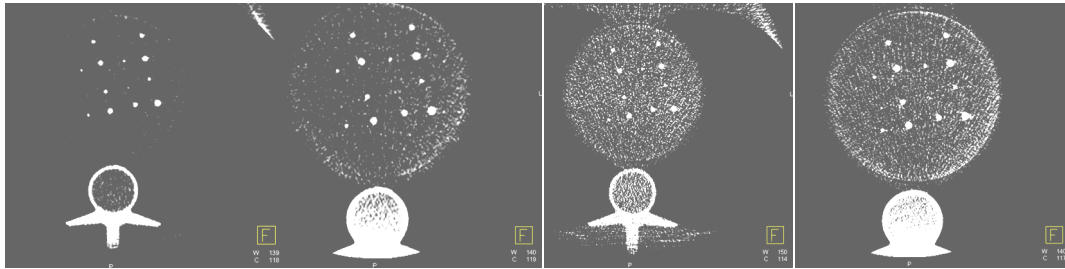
Imágenes axiales del maniquí QRM. Las dos imágenes de la izquierda se adquirieron con el protocolo de CBCT 5sDRc y tamaños de campo de 48 y 42 cm. Ambas imágenes se reconstruyeron con espesor de corte de 0,5 mm. En las dos se distinguen insertos de diámetro 2 mm con 200, 250 y 300 UH y de 1 mm de diámetro con 400 UH. Las dos imágenes de la derecha se adquirieron con el protocolo 5sDR-L y tamaños de campo de 48 y 42 cm. Las imágenes se reconstruyeron con espesores de corte de 0,5 y 6 mm. En la primera imagen se distinguen los insertos de 2 mm de diámetro con 400 y 300 UH. En la última imagen se distinguen insertos de 1 mm de diámetro con 400 y 300 UH y de 2 mm de diámetro con 250 y 200 UH.
